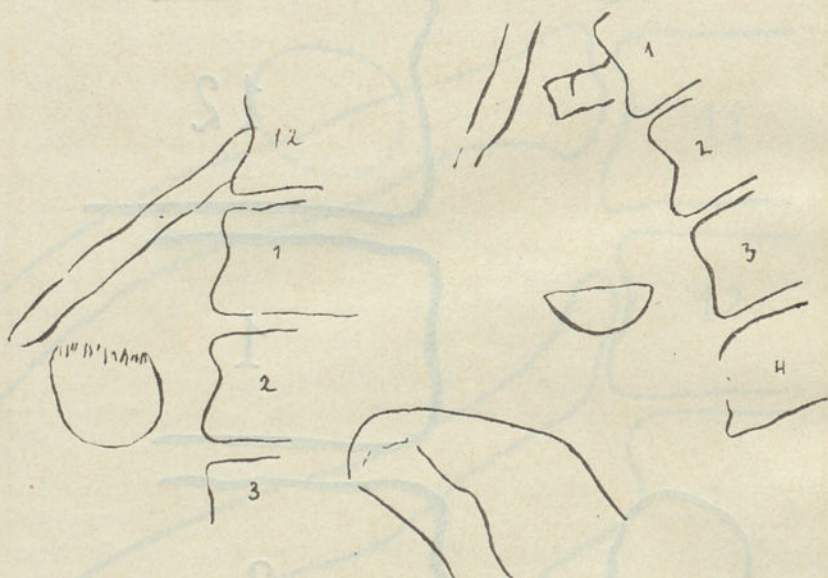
Radiografia n.º 3400.
